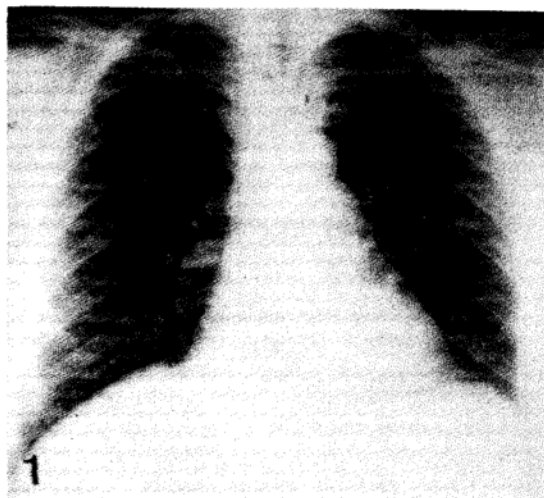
Radiografia de tórax realizada 105 dias antes do óbito. Aspecto normal.
